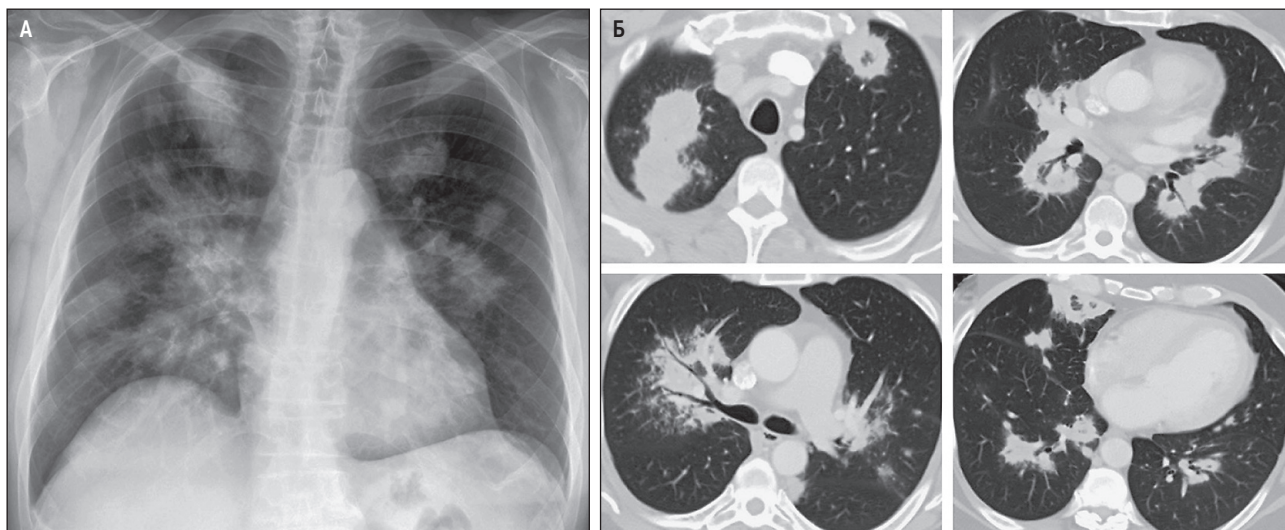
Консолидация при гранулематозе с полиангиитом: А – несколько узловых и опухолеподобных областей, а также очаги консолидации; рентгенография в прямой проекции; Б – узелки и зоны уплотнения, содержащие просветы бронхов (симптом воздушной бронхографии), обусловленные консолидацией легочной ткани; некоторые инфильтраты – участки «матового стекла», окруженного зоной консолидации (симптом «обратного ободка», демонстрирующий легочный инфаркт); компьютерная томография высокого разрешения в аксиальной проекции, легочное окно
